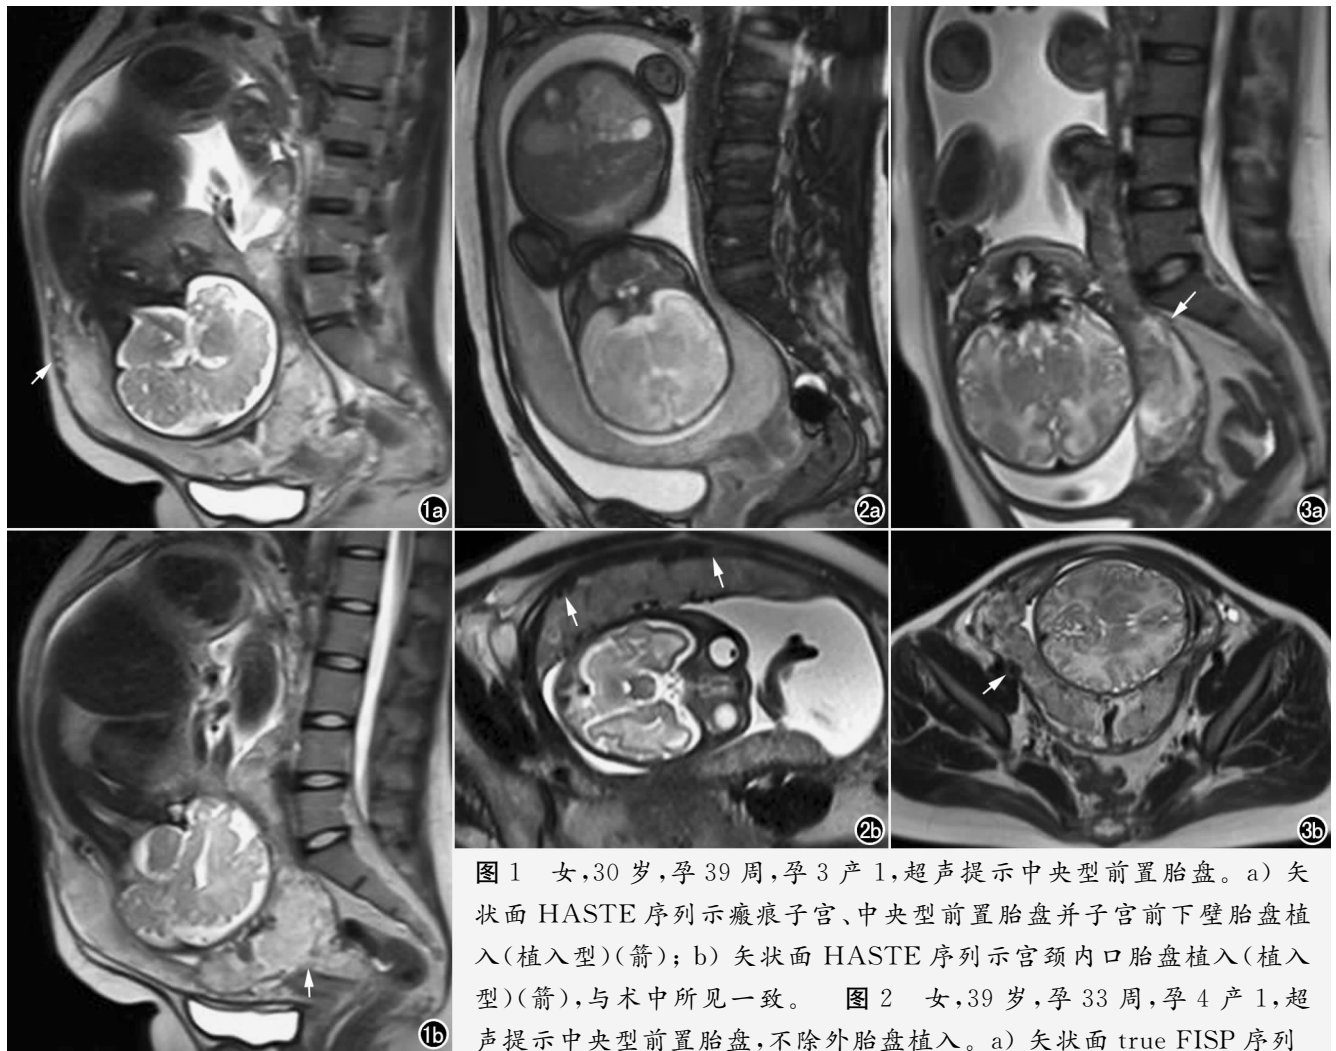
女, 30 岁, 孕 39 周, 孕 3 产 1, 超声提示中央型前置胎盘。a) 矢状面 HASTE 序列示瘢痕子宫、中央型前置胎盘并子宫前下壁胎盘植入(植入型)(箭); b) 矢状面 HASTE 序列示宫颈内口胎盘植入(植入型)(箭), 与术中所见一致。图 2 女, 39 岁, 孕 33 周, 孕 4 产 1, 超声提示中央型前置胎盘, 不除外胎盘植入。a) 矢状面 true FISP 序列
